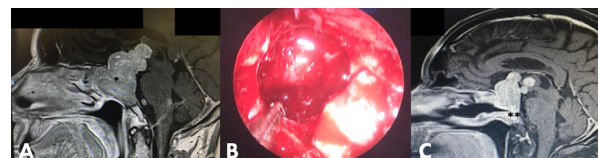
FIGURA – A) RM corte sagital em T1 com contraste evidenciando volumoso tumor de sela túrcica com extensão retroquiasmática dentro do III ventrículo ; B) imagem intraoperatória endoscópica endonasal evidenciando remoção do componente intrasselar do tumor; C) RM corte sagital em T1 com contraste evidenciando ressecção do componente selar do tumor com retalho pediculado de mucosa nasoseptal
